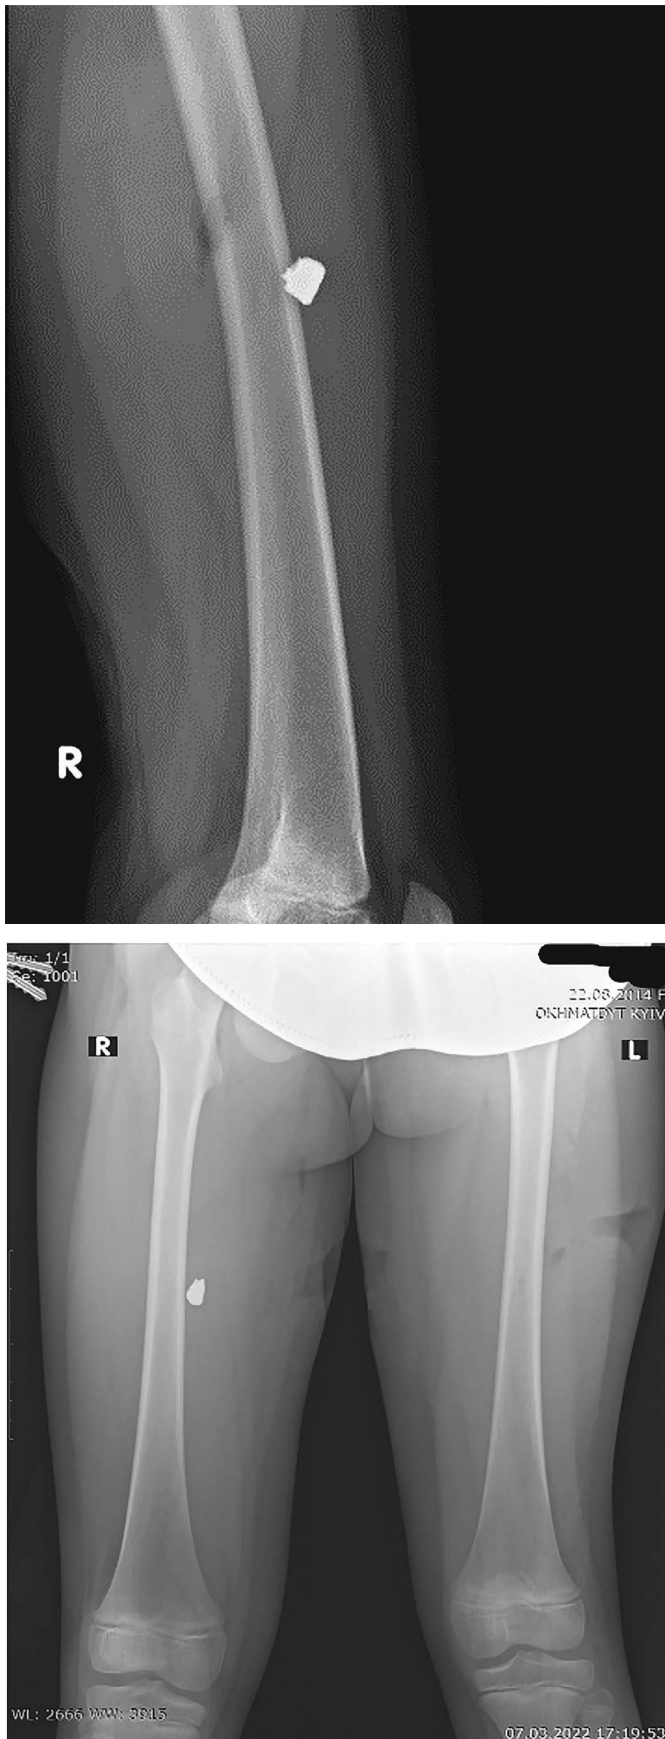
7.03.22 р. Рентгенографія.
